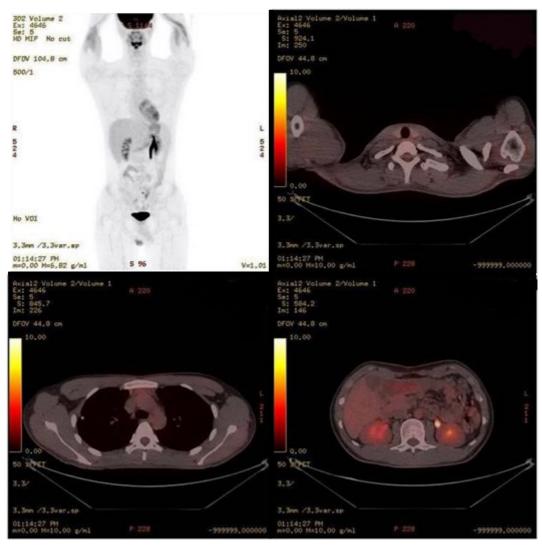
On PET-CT, there is no hypermetabolic metastasis.
